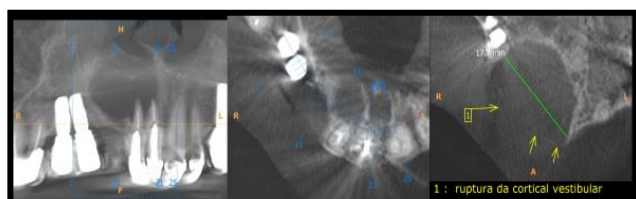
Tomografia Computadorizada Cone beam mostrando lesão cística bem circunscrita em região dos dentes #11, #12 e #13.
